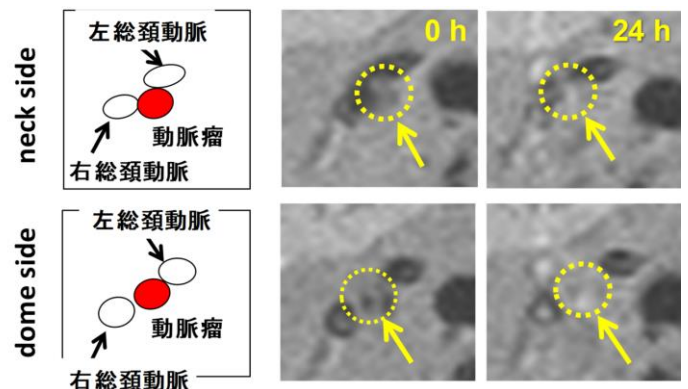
生体適合性ポリマー被覆 Gd ナノ粒子造影剤を用いたラット動脈瘤モデルの MRI 画像。
